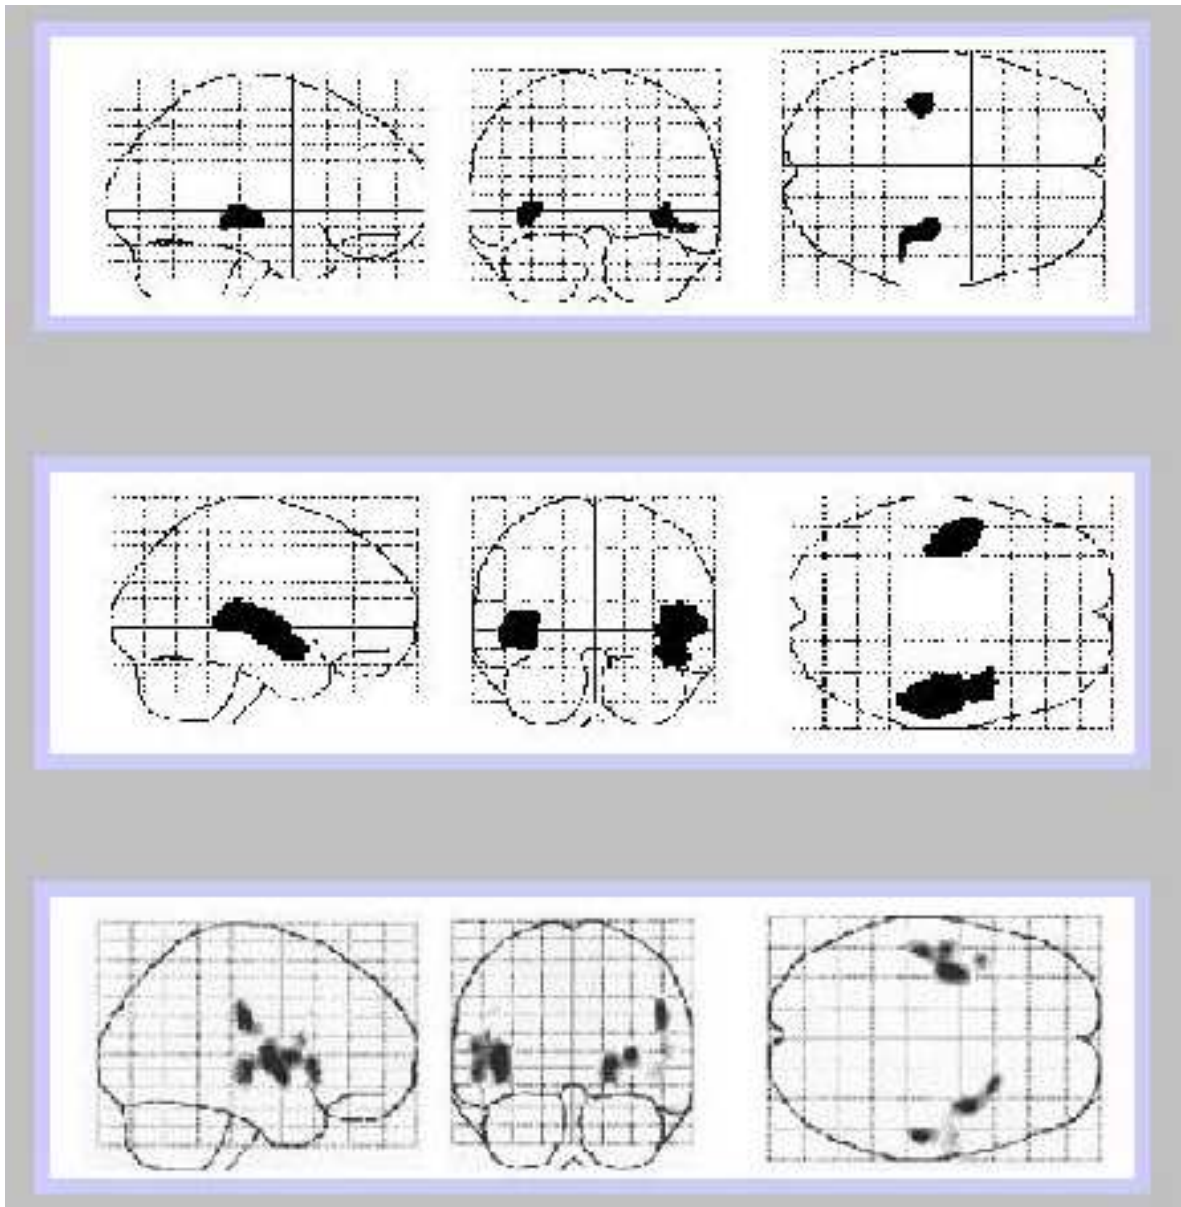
Trois études indépendantes faites sur trois populations différentes d'enfants autistes mettent en évidence des anomalies anatomiques et fonctionnelles toutes situées dans la région du sillon temporel supérieur : (de haut en bas) diminution de la densité spatiale de matière grise (VBM) [BODDAERT03] hypoperfusion (TEP et SPECT) [ZILBOVICIUS00, OHNISHI00].
